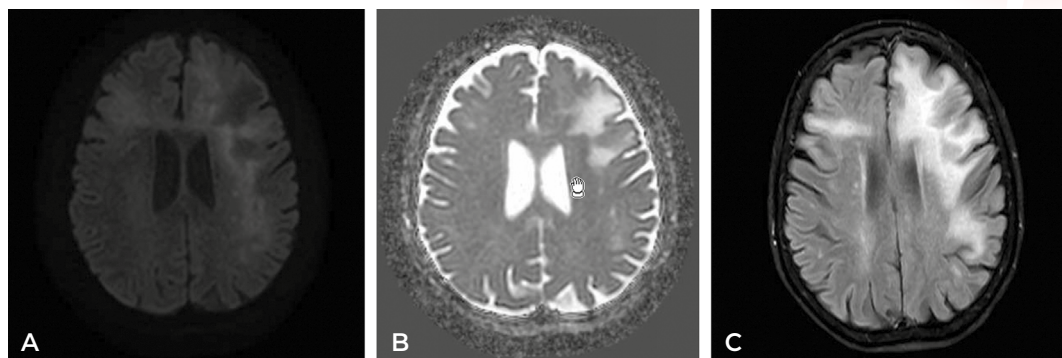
RMN craneal secuencia difusión donde se observa hiposeñal en s1000 (A) e hiperintensidad en ADC (B) en región de sustancia blanca frontoparietal izquierda. En secuencia FLAIR con gadolinio (C) se observa lesión que no realza tras administración de contraste.
